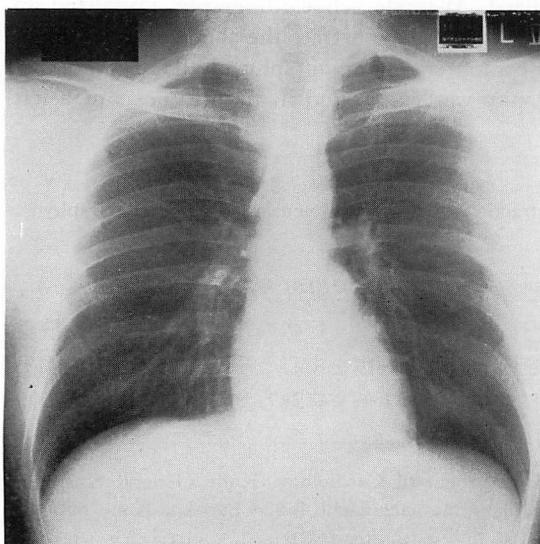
Chest X-ray film.
